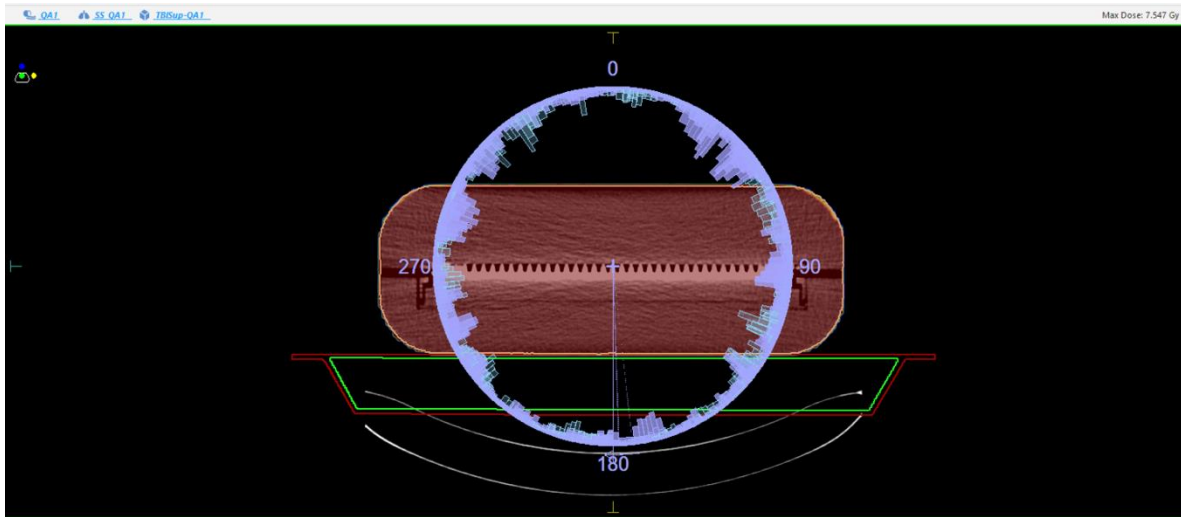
Arco aplicado a la tomografía del MatriXX en el sistema de planeación para realizar el control de calidad.
